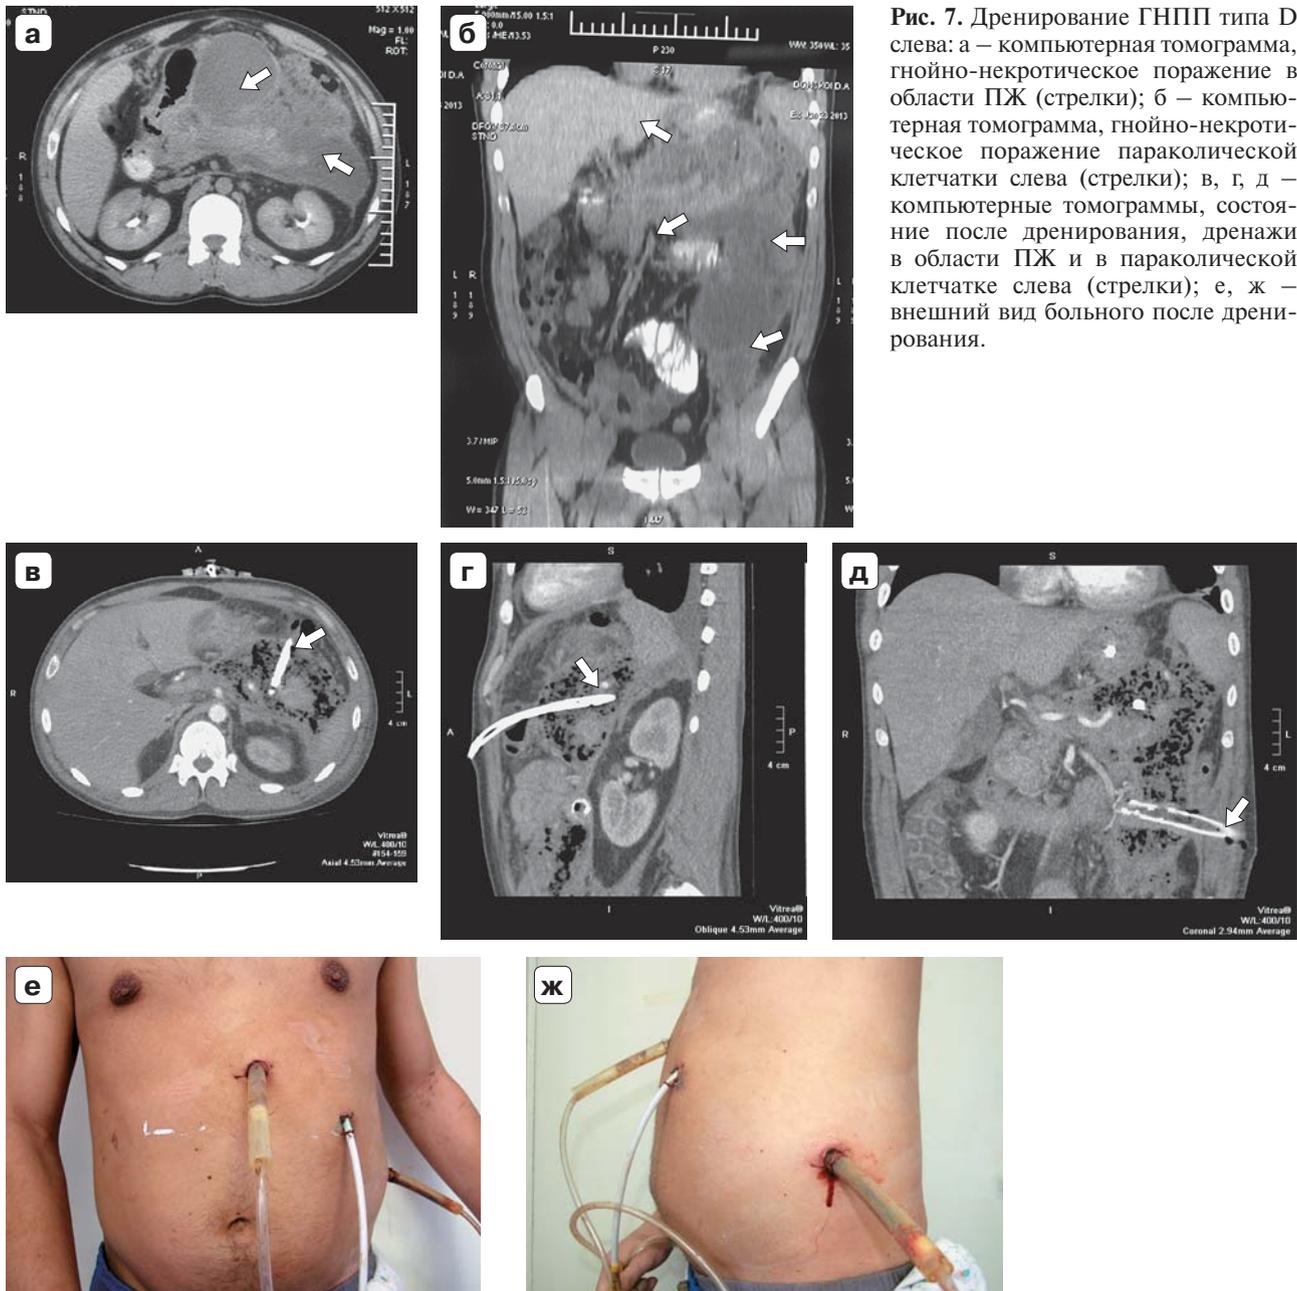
Дренажирование ГНПП типа D слева: а – компьютерная томограмма, гнойно-некротическое поражение в области ПЖ (стрелки); б – компьютерная томограмма, гнойно-некротическое поражение параколической клетчатки слева (стрелки); в, г, д – компьютерные томограммы, состояние после дренирования, дренажи в области ПЖ и в параколической клетчатке слева (стрелки); е, ж – внешний вид больного после дренирования.
